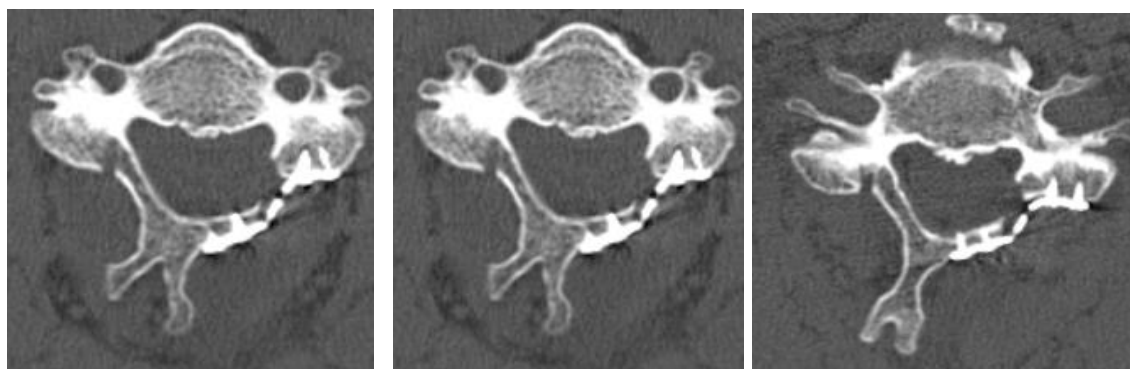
Послеоперационное КТ исследование, указывающее на выполненную декомпрессию на разных уровнях С<sub>4</sub>-С<sub>7</sub>, левосторонняя фиксация микропластинами на вышеуказанных уровнях
